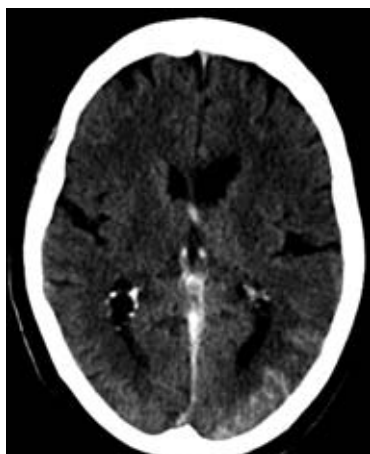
TC crânio à entrada.
